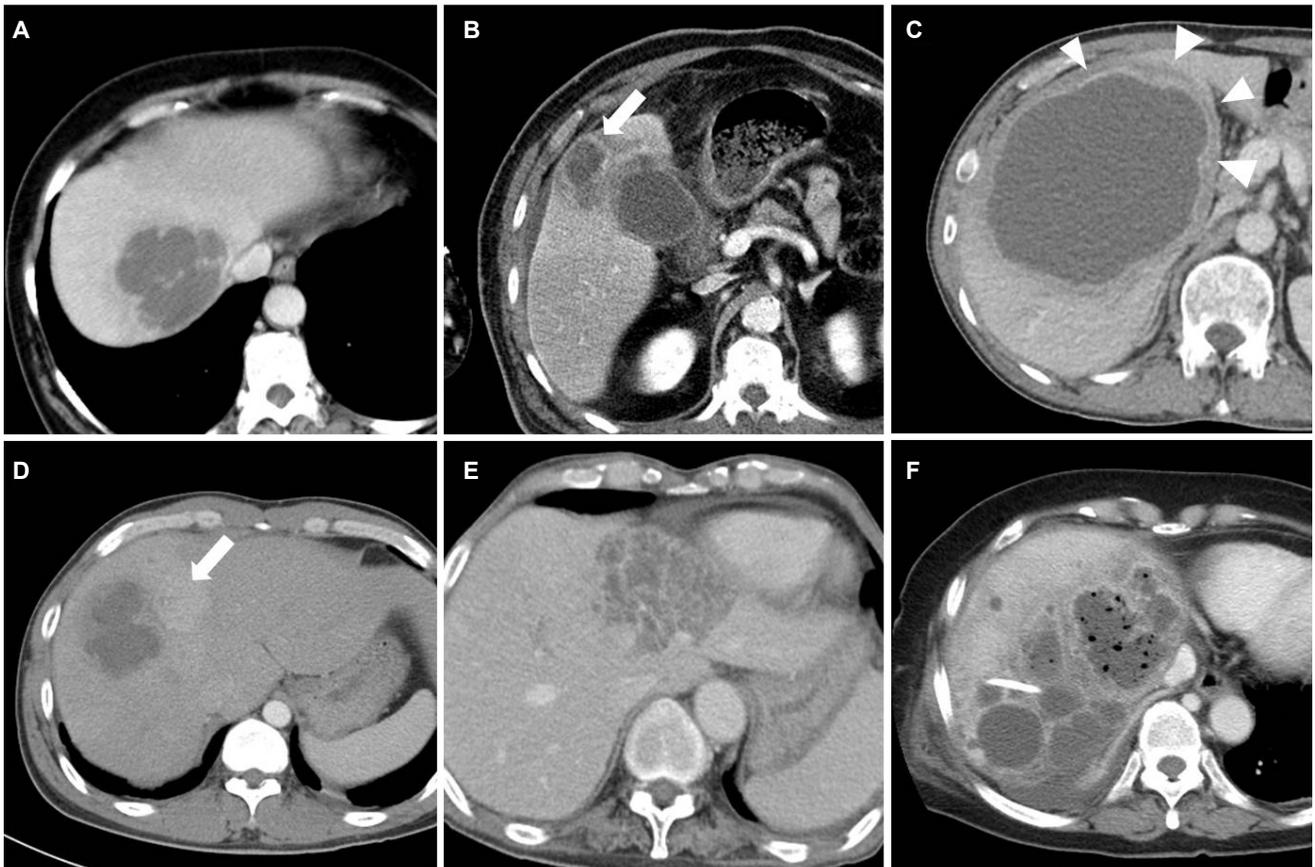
Computed tomographic findings of liver abscess. (A) Internal septation. (B) Peripheral rim enhancement (arrow). (C) Double target sign (arrowheads). (D) Hyperemia in adjacent hepatic parenchyma (arrow). (E) Cluster sign. (F) Gas formation; the image from (A-D) originated from the patients with amebic liver abscess, and the other (E, F) were from patients with a pyogenic liver abscess.
